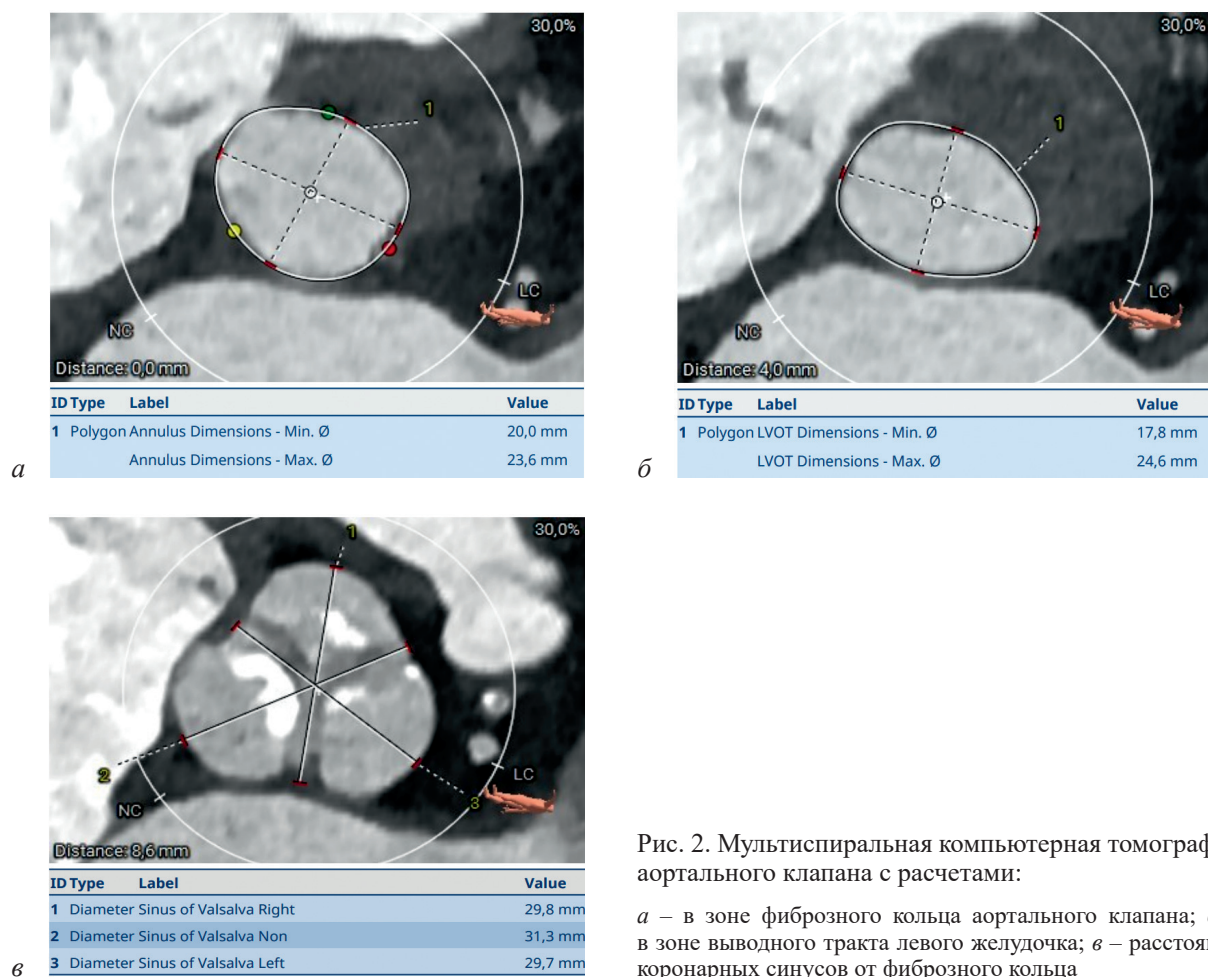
Мультиспиральная компьютерная томография аортального клапана с расчетами:
